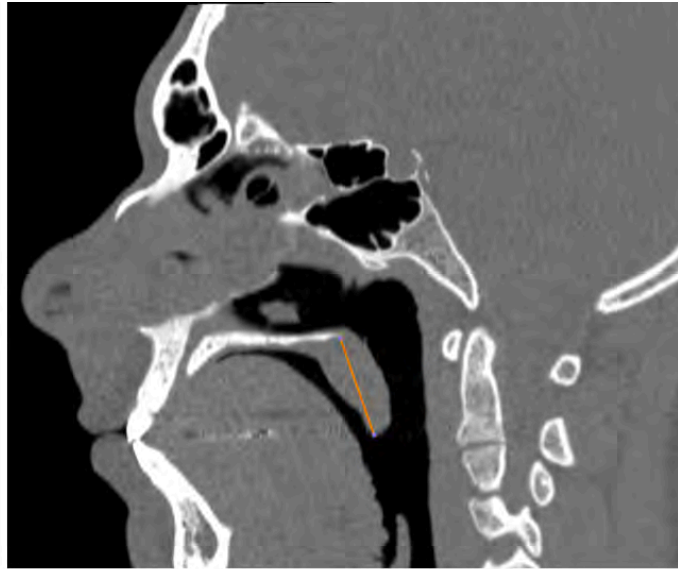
Tomografía computada en corte sagital que demuestra la forma de medición de la longitud del paladar blando.
